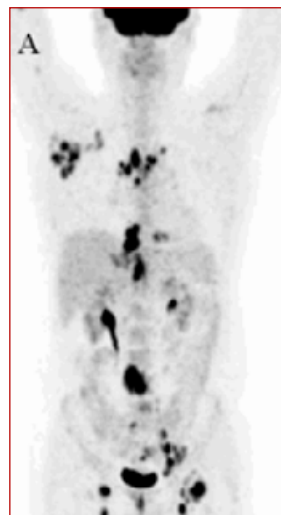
Localizzazione di linfoma (aree scure) identificate con la ^{18}F FDG-PET.
